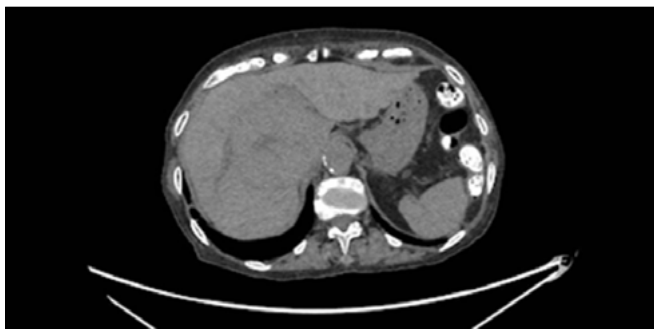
Imagen de TC de abdomen sin contraste. Hígado de tamaño y atenuación normal. Gran masa bien definida con cicatriz central en segmento VII de 7,5 x 8 x 7,7 cm que sobrepasa el contorno hepático.
